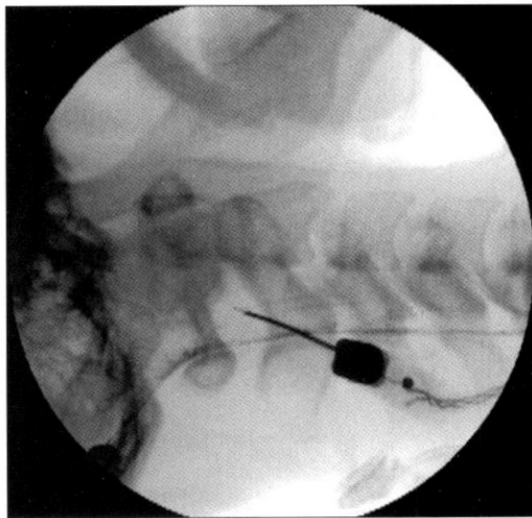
Lateral view of radiograph shows proper position of the Levin electrode which is located about 1 mm anterior of dentate ligament.
